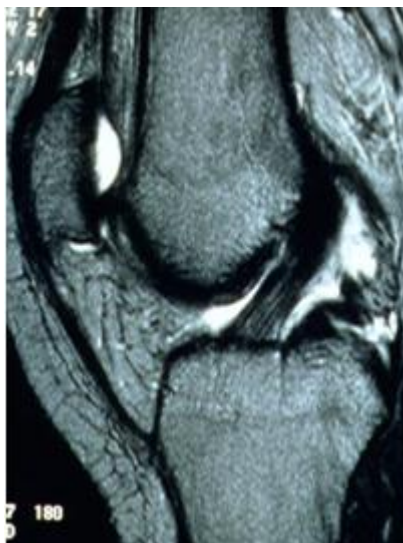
Ressonância magnética do joelho, imagem adaptada (14)
